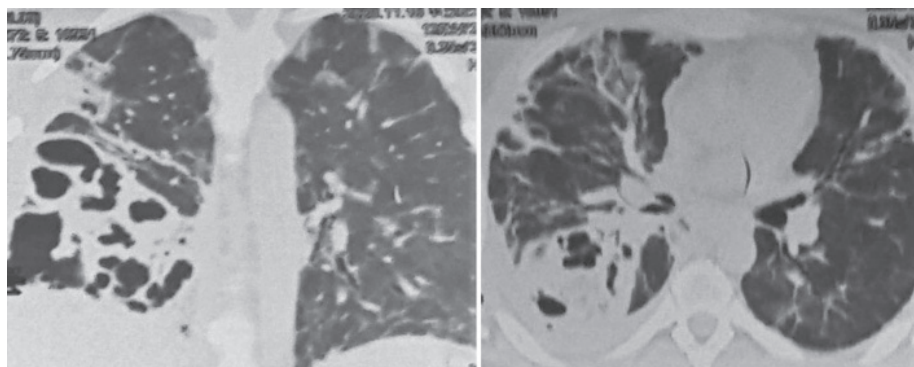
КТ ОГП при поступленні (численні порожнини розпаду в нижніх відділах правої легені, постзапальний пневмофіброз обох легень)
